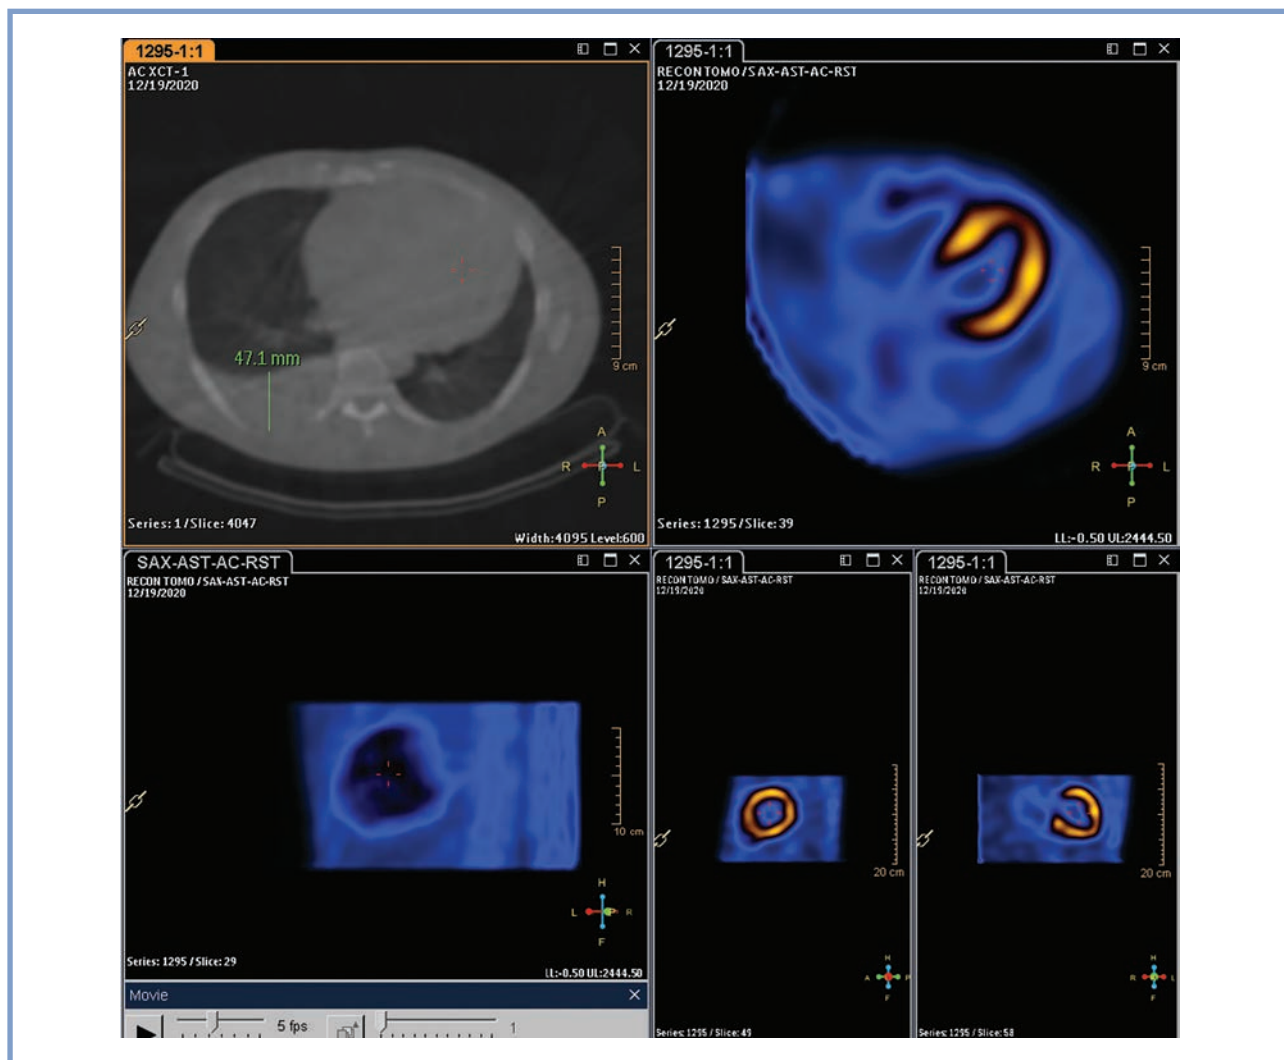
Сцинтиграмма миокарда с ^{99m}Tc —пирофосфатом.
